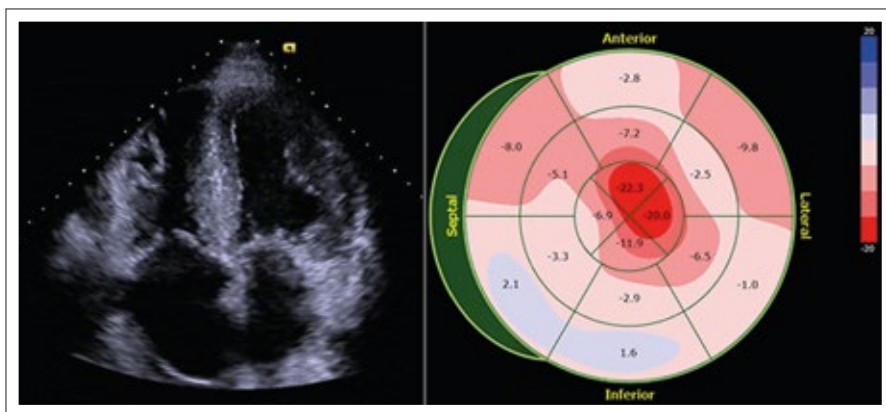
Transthorakale Echokardiographie: Im apikalen 4-Kammerblick (links) zeigt sich neben einem minimalen zirkumferenten Perikarderguss eine globale myokardiale Hypertrophie mit Verdickung der linksventrikulären Wände, des interatrialen Septums, der AV-Klappen und der freien Wand des rechten Ventrikels. Im Bull's Eye (rechts) der linksventrikulären endomyokardialen longitudinalen Strainanalyse lässt sich das für die kardiale Amyloidose typische signifikante „relative apical sparing“ veranschaulichen.
